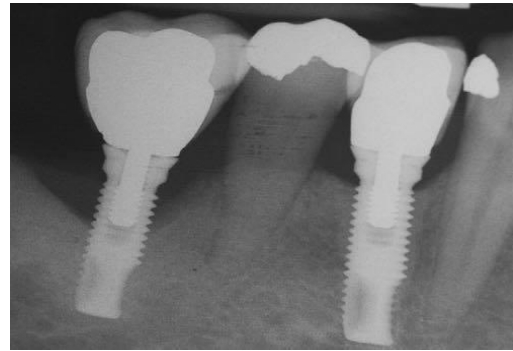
Radiografia peri-apical evidenciado peri-implantite.²³
